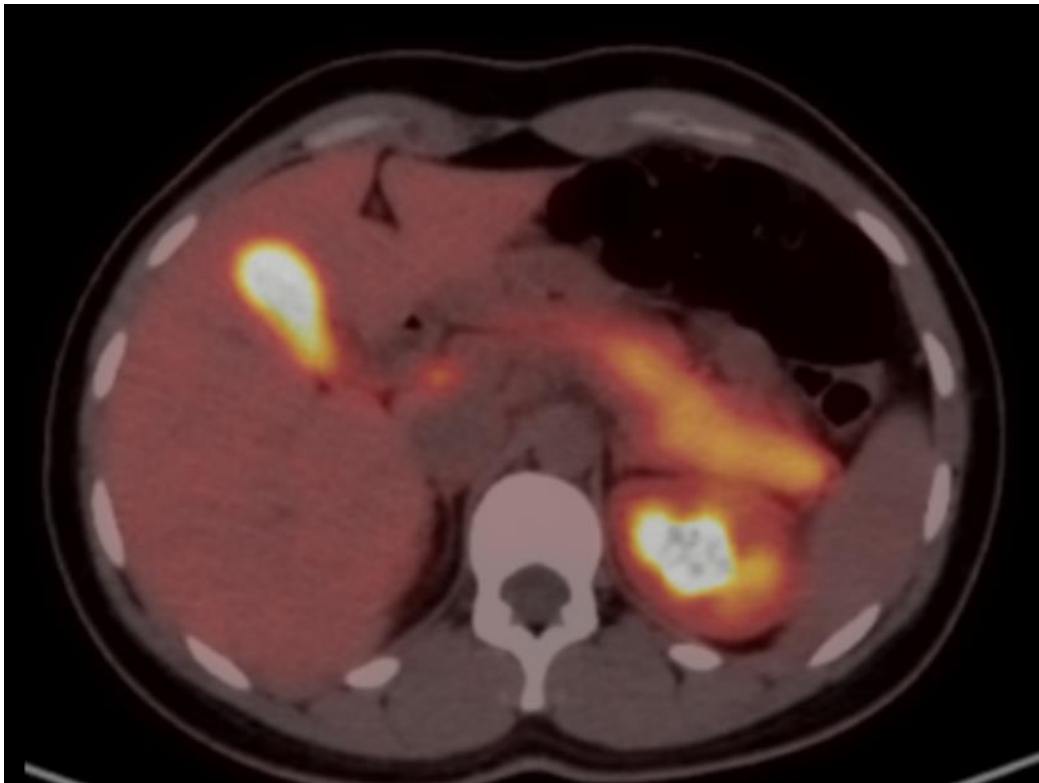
Imagen de PET/CT con FDOPA que a nivel del páncreas muestra metabólicamente un lavado (disminución) de la actividad uniforme en toda la glándula, excepto en la cola del páncreas, donde la captación permanece proporcionalmente mayor.
